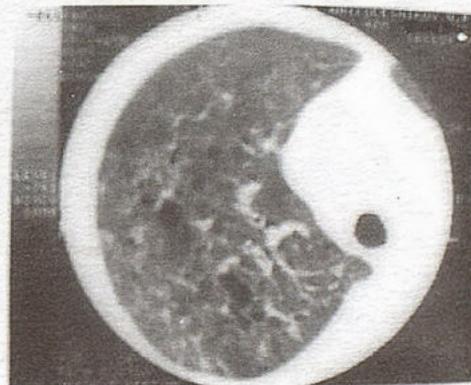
Компьютерная томография правого легкого. Интерстициальный фиброз, буллы диаметром до 10 мм, округлые очаги фиброза.
